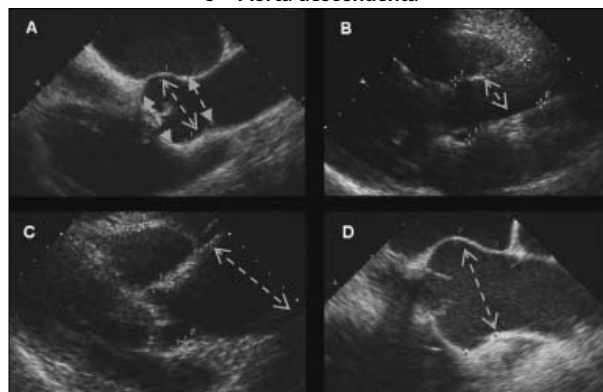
Evaluarea ecocardiografică 2D Doppler color a diametrelor și tipului de dilatare aortică: A - Ao ax lung parasternal, (3 diametre: inelul valvular aortic, sinusul Valsalva, joncțiunea sino-tubulară) B - Ao porțiunea ascendentă, C - dilatare tubulară a Ao, D - dilatare de tip bulb (rădăcina aortei).
